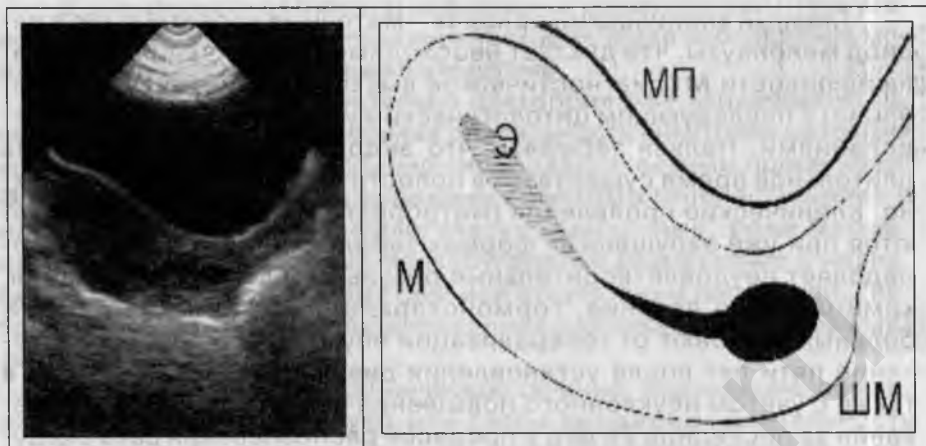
Пример визуализации полипа цервикального канала (на ножке) в процессе трансабдоминального УЗИ.
